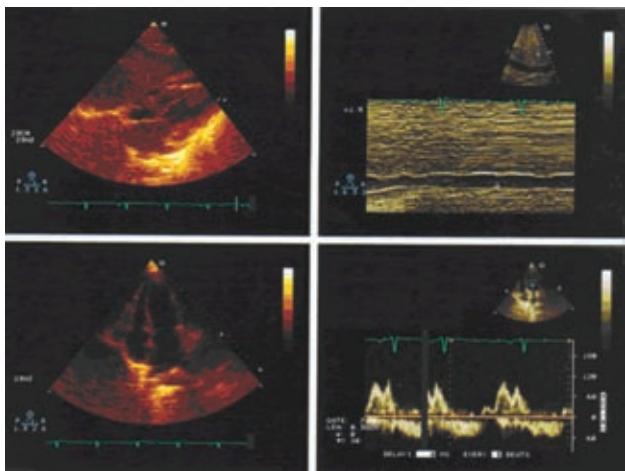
El ecocardiograma muestra derrame pericárdico de 80 mL.
